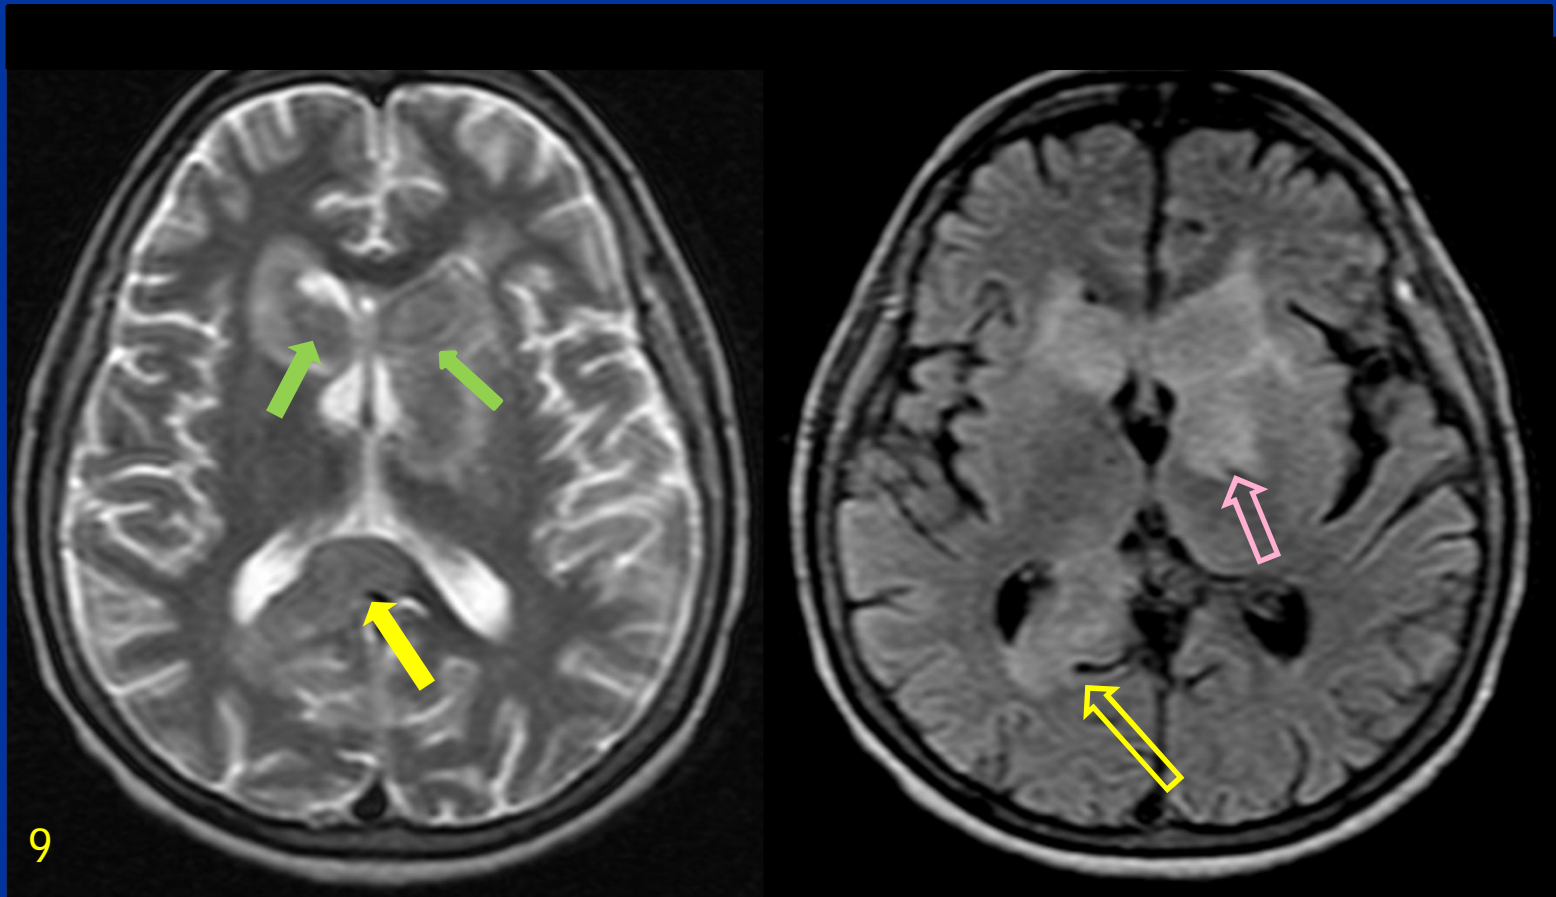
Lesiones hiperintensas en T2 y FLAIR. Se localizan a nivel de ambas cabezas del núcleo caudado (←), región putaminal izquierda (↔), cuerpo calloso (↔) y región parieto occipital derecha (↔). Producen efecto de masa, con colapso parcial de los ventrículos a predominio lateral izq.
